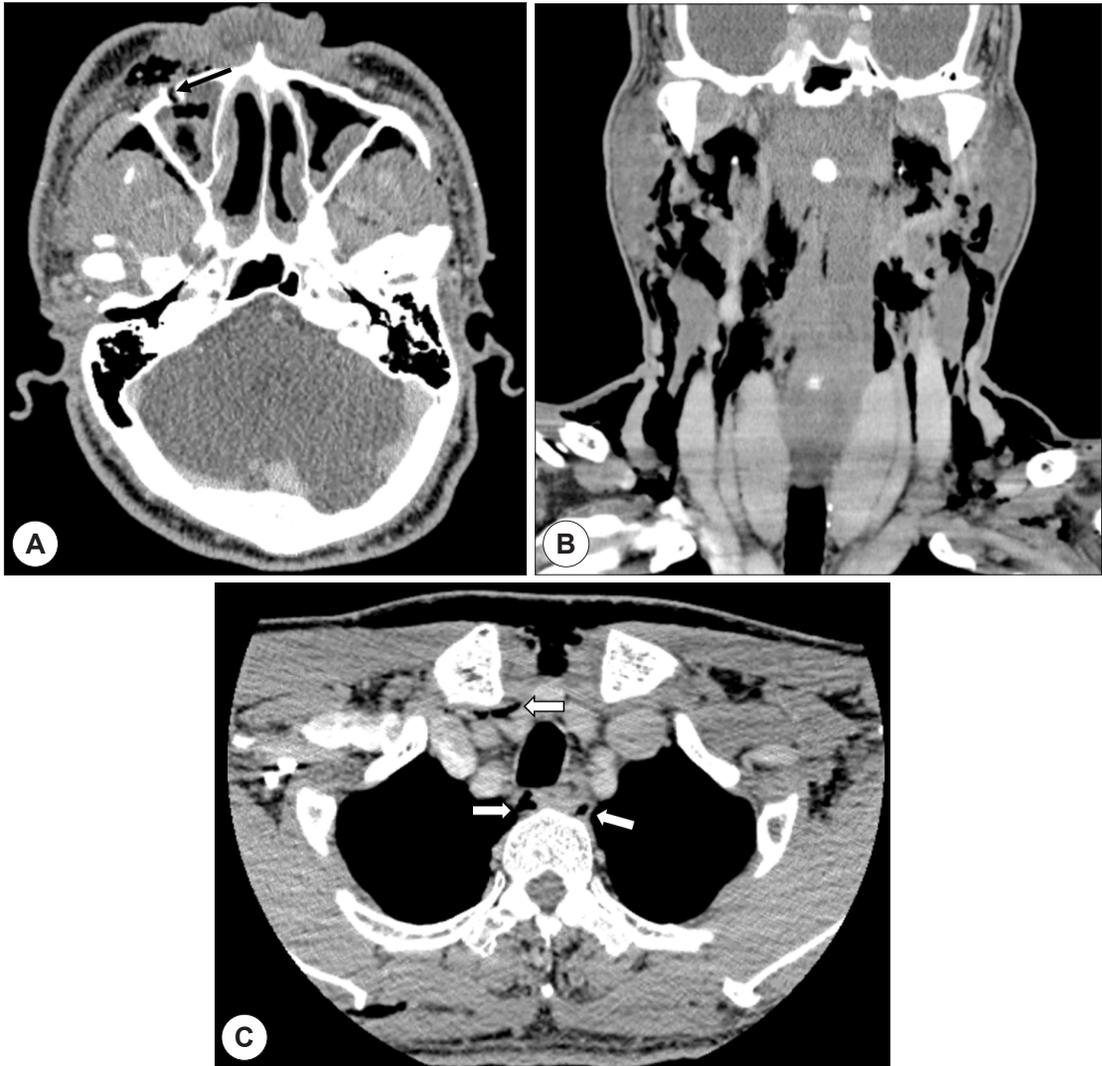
Postoperative day 1 computed tomography scan of neck. (A) Axial view shows air bubbles within the anterior opening of the maxillary sinus (black arrow) as well as adjacent soft tissues. (B) Coronal view shows diffuse emphysema of both cervical areas. (C) Axial view shows pneumomediastinum (white arrows).
